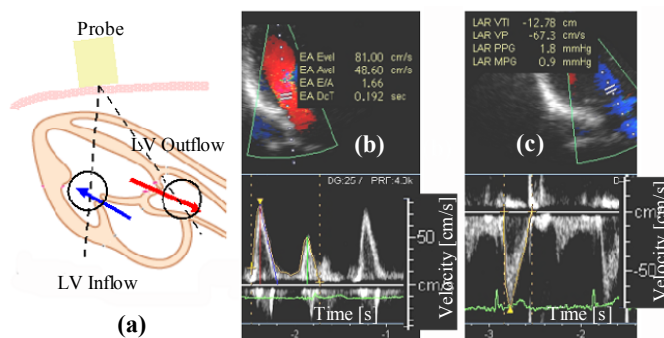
Cardiac Doppler measurement
